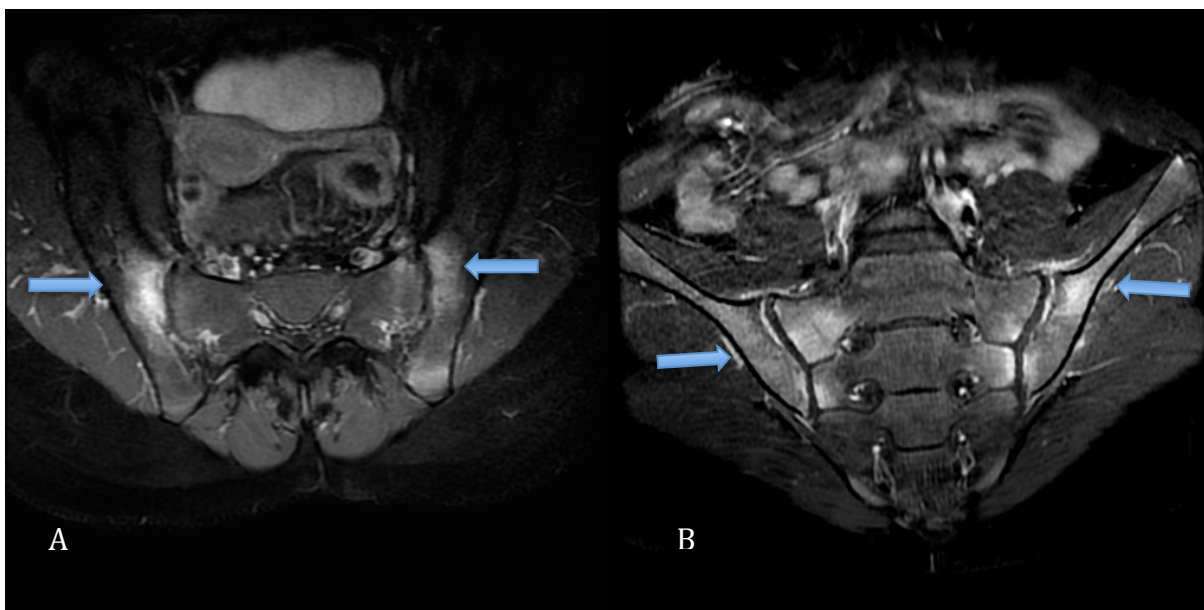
Sacro-iliite en IRM dans le cadre d'une spondyloarthrite ankylosante. Coupes axiale (A) et coronale (B) T1 avec saturation de graisse et après injection de gadolinium. Prise de contraste étendue osseuse iliaque et sacrée en faveur d'une ostéite (flèches).
